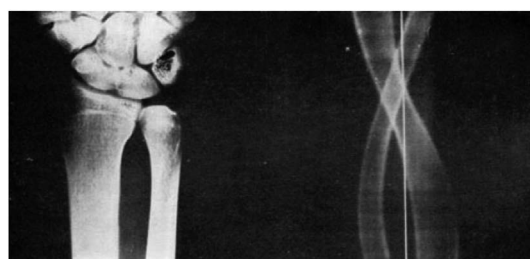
X線写真（左図）と対応するシノグラム（右図）
